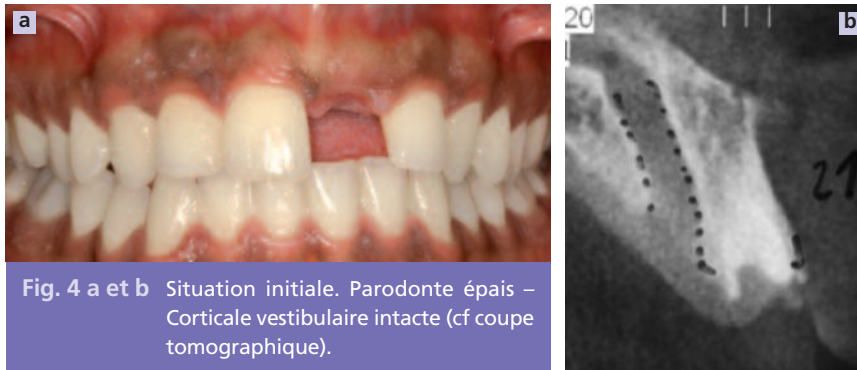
a et b Situation initiale. Parodonte épais – Corticale vestibulaire intacte (cf coupe tomographique).
